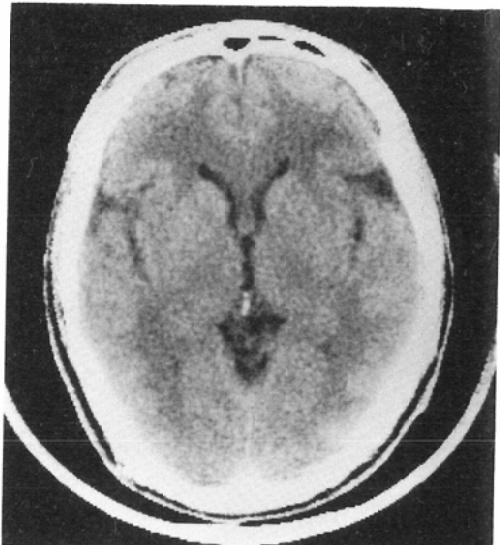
Plain CT showing symmetrical low density in white matter which is sharply demarcated (group 2, case 13).
